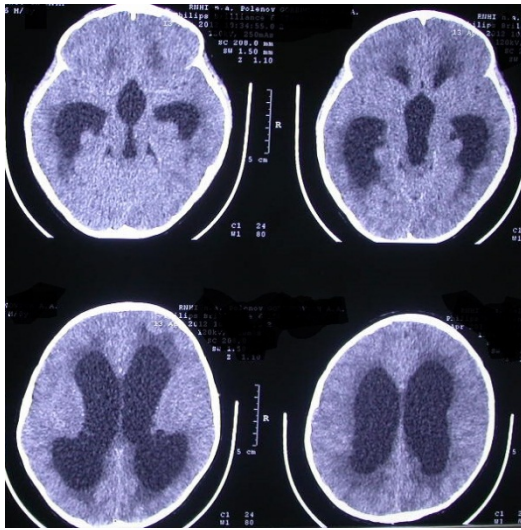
СКТ головного мозга. Больной С., 4 года. Декомпенсированная гидроцефалия. Субарахноидальные пространства и цистерны не визуализируются, выражен перивентрикулярный отёк (указано стрелками)
